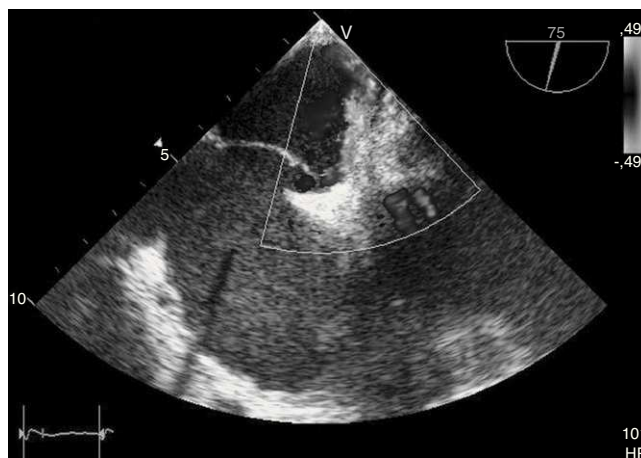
Foramen oval permeable y doppler color de flujo a través del mismo.
